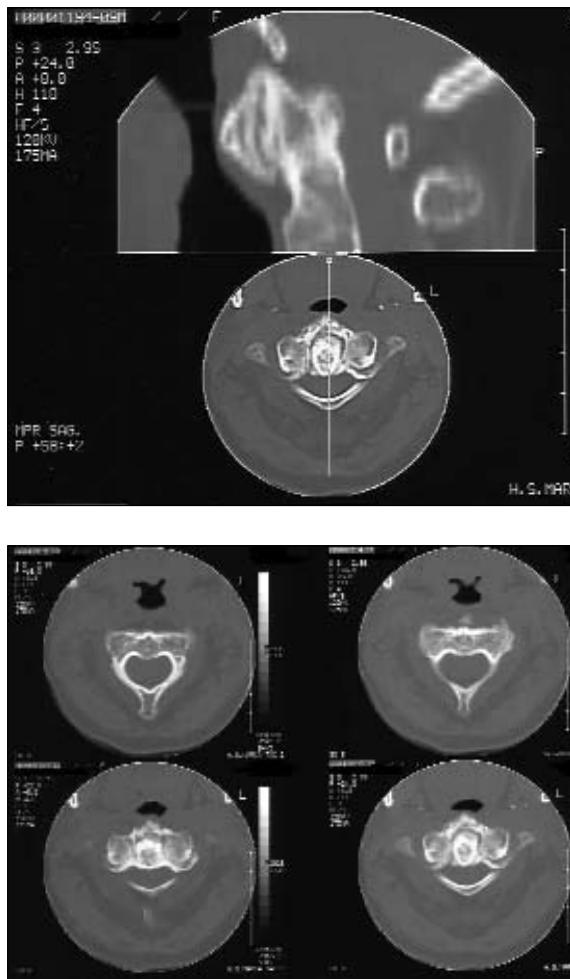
TC da coluna cervical: a) reconstrução sagital; a) e b) aumento do espaço entre o arco anterior do atlas e a apófise odontoideia do áxis devido a depósito de cristais de cálcio; depósitos de calcificações amorfas também nas articulações posteriores.
